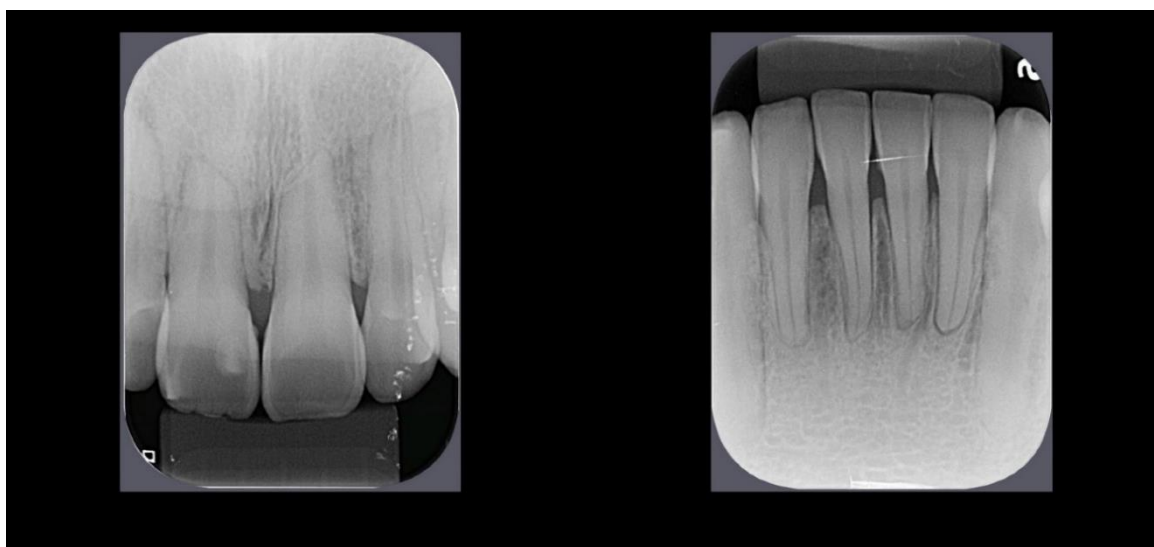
Radiografia periapical de 01/10/2020 com RRE no elemento dentário 41
